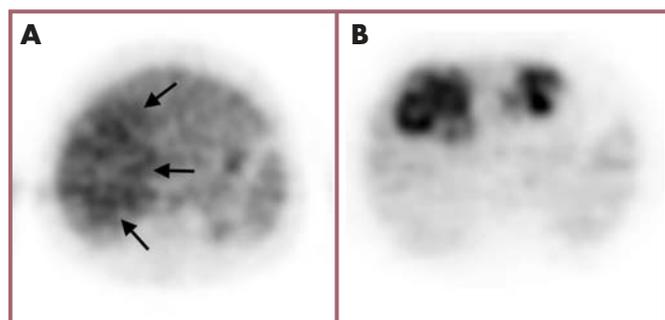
Imágenes PET- ^{18}F FDG, corregidas por atenuación. En A se observa un hepatocarcinoma bien diferenciado que ocupa gran parte del lóbulo derecho. La imagen B corresponde a dos localizaciones diferentes de un hepatocarcinoma pobremente diferenciado, en la zona medial del lóbulo derecho y en el lóbulo izquierdo.
